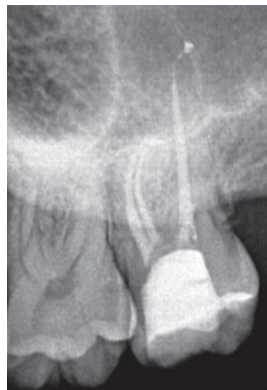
und 11 Röntgenkontrollaufnahmen der Zähne 17 und 27 ein Jahr nach den Behandlungen.
